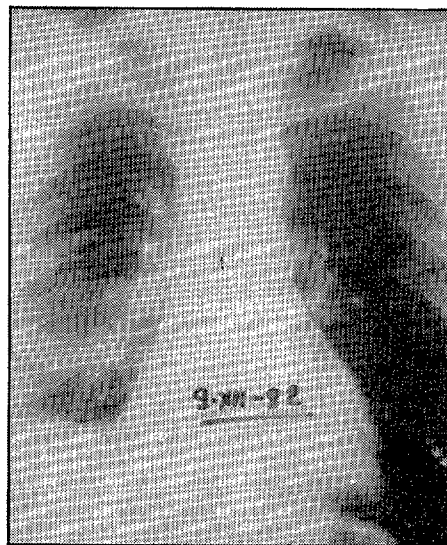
Radiografía PA de tórax de entrada. Derrame pleural derecho.
